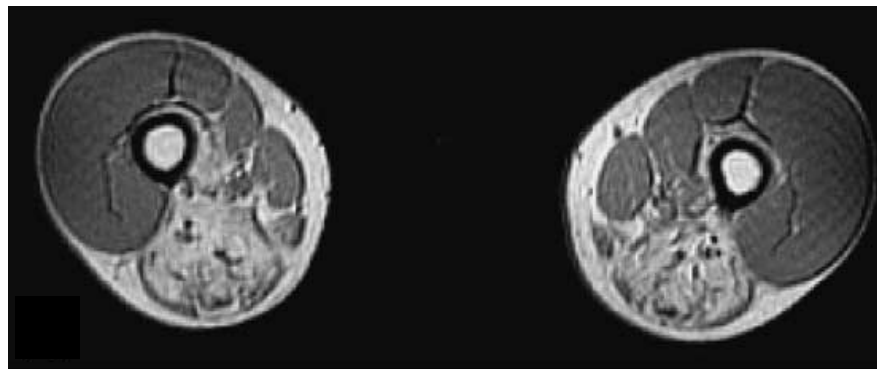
T1-gewichtete MRT-Aufnahme des Oberschenkels. Symmetrischer fettgewebiger Umbau der dorsalen Flexorengruppe. Deutlich zu sehen ist die Aussparung des M. quadriceps (Krause et al. 2003).
